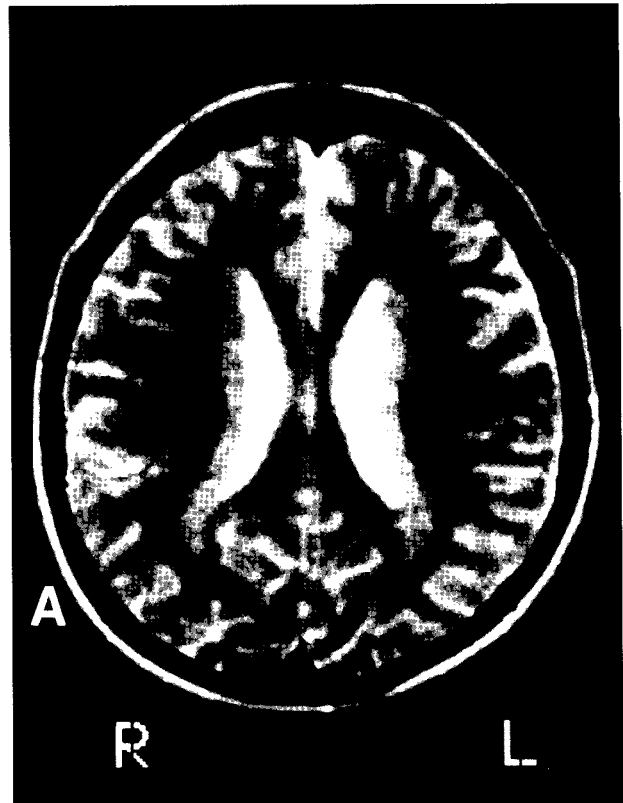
RM correspondiente al caso 2. A) Corte sagital. Secuencias ponderadas en T2. B) Corte coronal. Secuencias ponderadas en densidad protónica. Se aprecian múltiples nódulos de localización periventricular bilateral isointensos con sustancia gris cortical.
